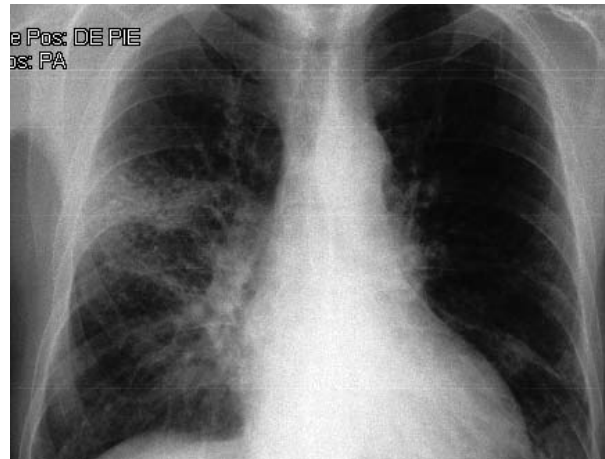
Radiografía de tórax posteroanterior donde se aprecia un infiltrado intersticial localizado en LSD y LII.
